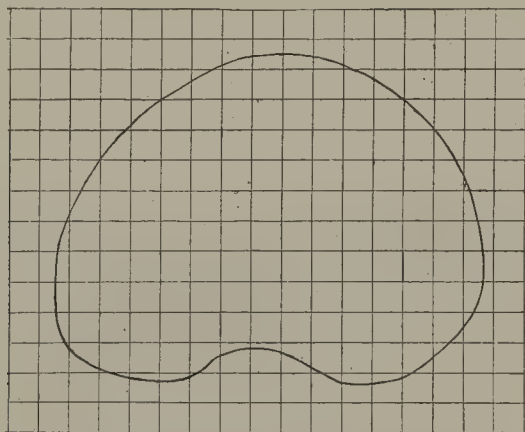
Reproduction de la plaque et du réseau qui ont servi à obtenir la radiographie précédente, la réduction est la même dans les deux figures.
